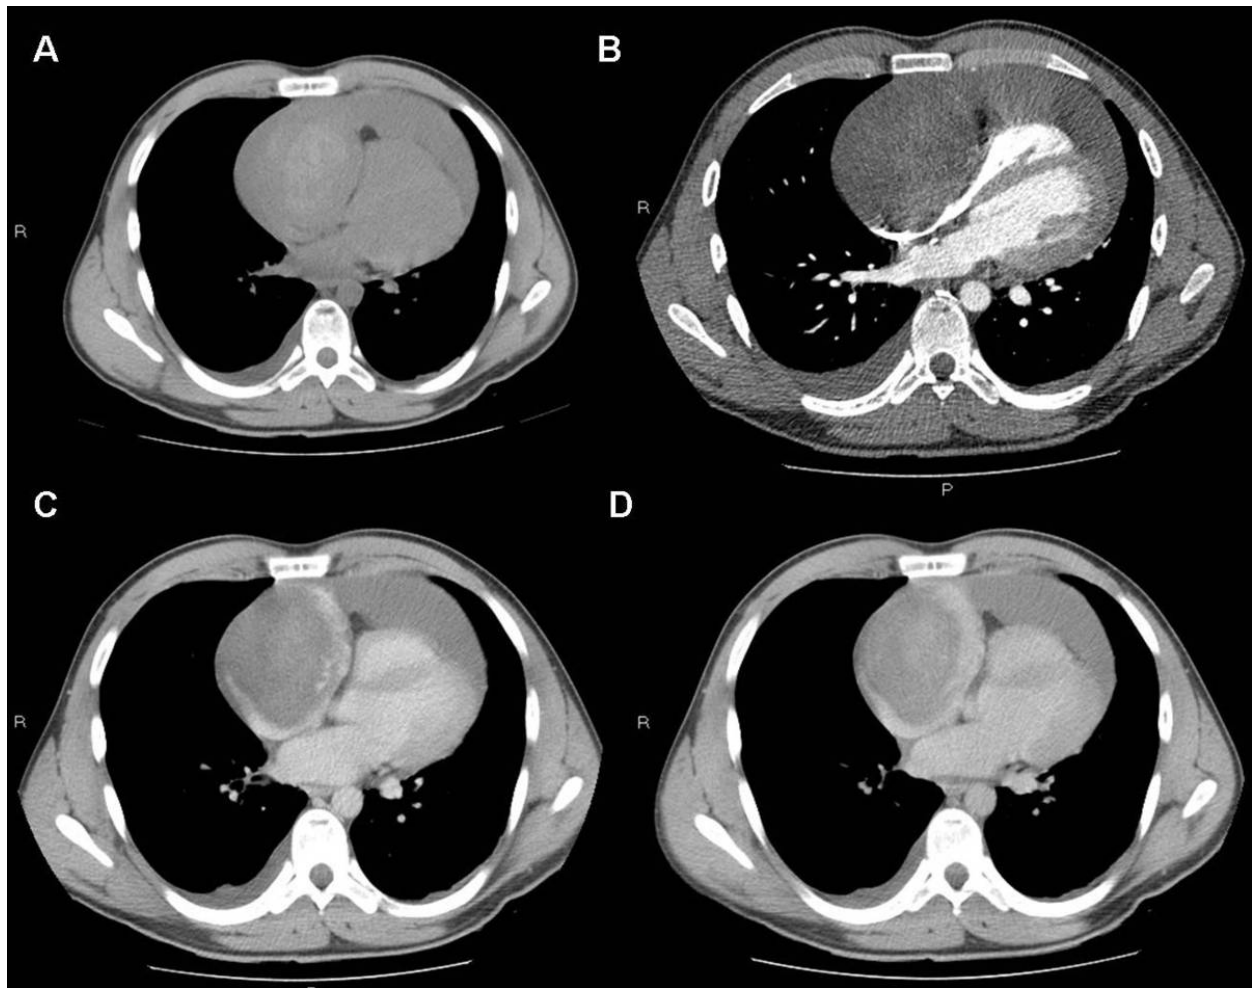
Paciente de 22 años diagnosticado de angiosarcoma cardiaco. A. TC de tórax sin CIV. B. TC de tórax en fase arterial. C. TC de tórax con CIV a los 60 sg de la administración de CIV. D. TC de tórax a los 5 minutos de la administración de CIV. En el estudio realizado en vacío se observa importante derrame pericárdico y una gran lesión localizada sobre aurícula derecha con hiperdensidad sugerente de hemorragia. Tras la administración de CIV la lesión realza de forma intensa y progresiva, principalmente en su periferia.
